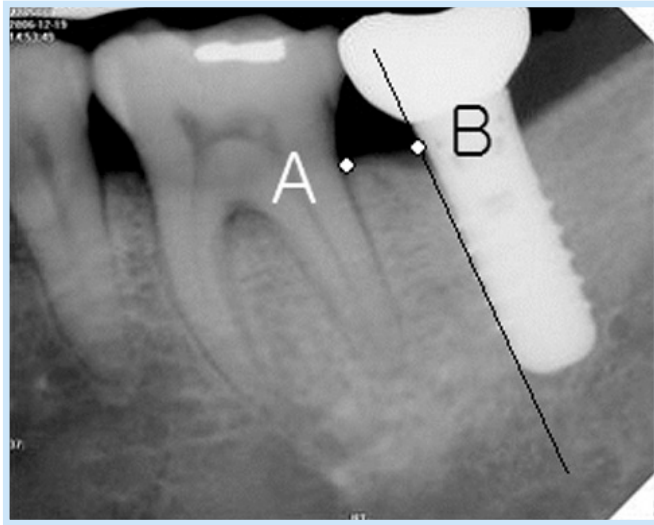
Radiograph of a tooth/implant-supported Single Crown for measuring tooth-implant distance. (A-B)
